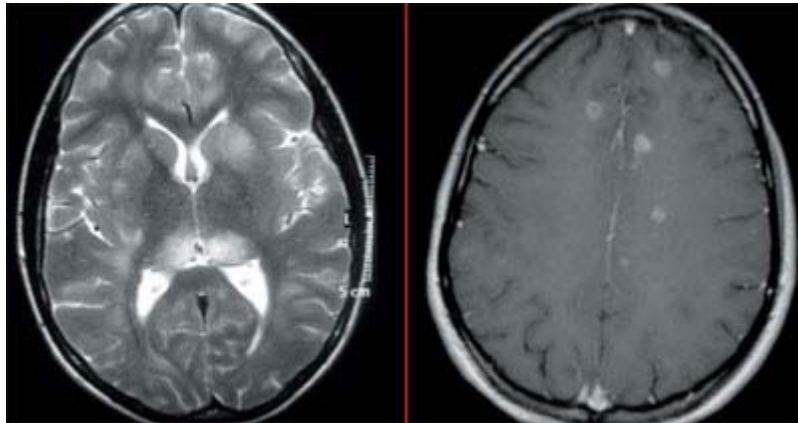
IRM T2 2e Écho (gauche) : hypersignaux de la substance blanche et thalamiques. T1 avec injection de gadolinium (droite) : prise de gadolinium de toutes les lésions. Aspect typique d'ADEM.
